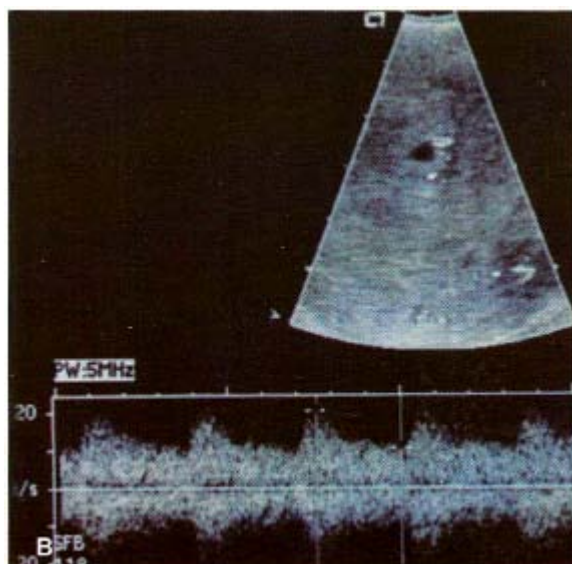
En una paciente que abortó unas 12 horas antes de realizarse un examen ecográfico, el Doppler color reveló un flujo miometrial extenso y, en menor grado, endometrial (272).
